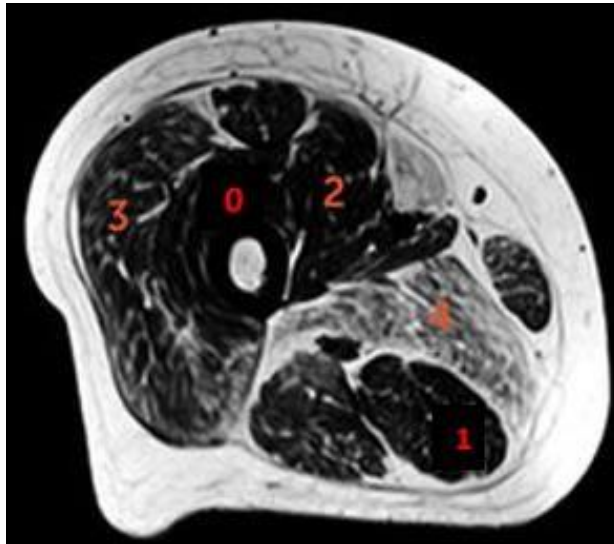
Imagen tomada de una resonancia magnética.
